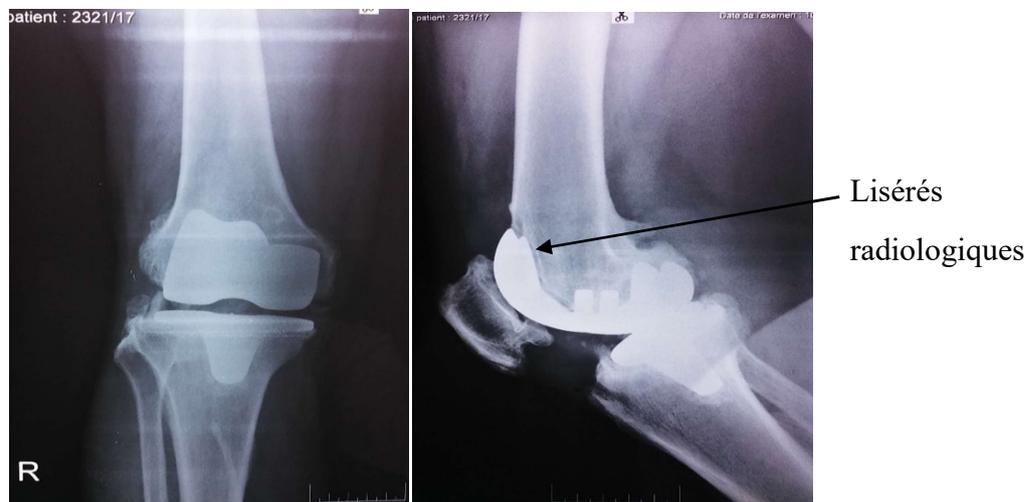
Radiographie à 46 mois post-opératoire du genou droit Patient 7, incidence de face et de profil (Photos HU-JRA)
